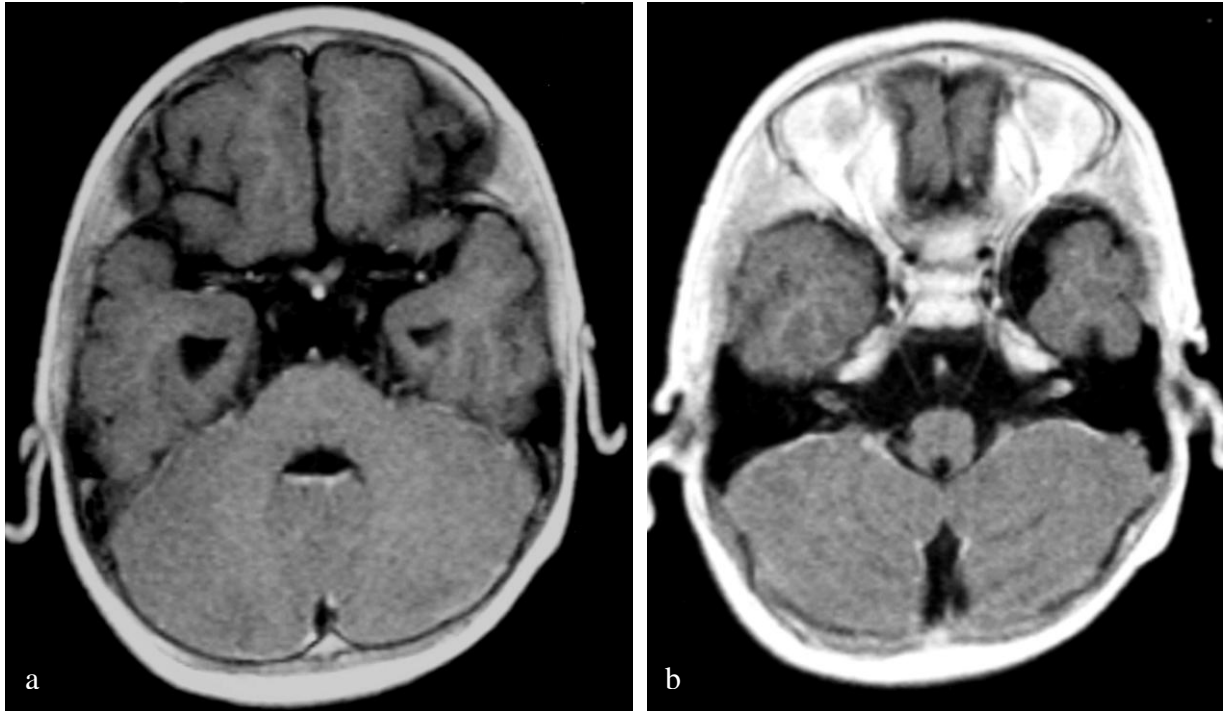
Masculino de 4 años de edad con Leucemia aguda. a) Imagen de RM en T1 con gadolinio en donde se muestra realce del quiasma óptico y el nervio óptico en su porción intracraneal; b) Imagen de RM en T1 con gadolinio en donde se muestra realce de las meninges de la base del cráneo.
